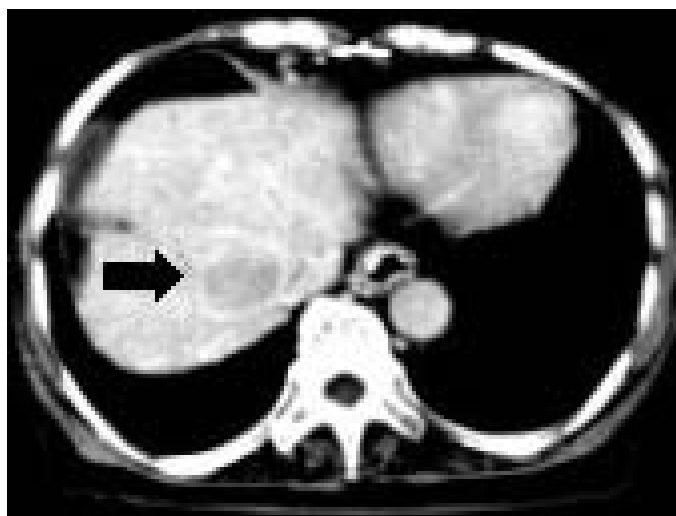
Image of liver obtained by MRI <sup>[2-10]</sup>
